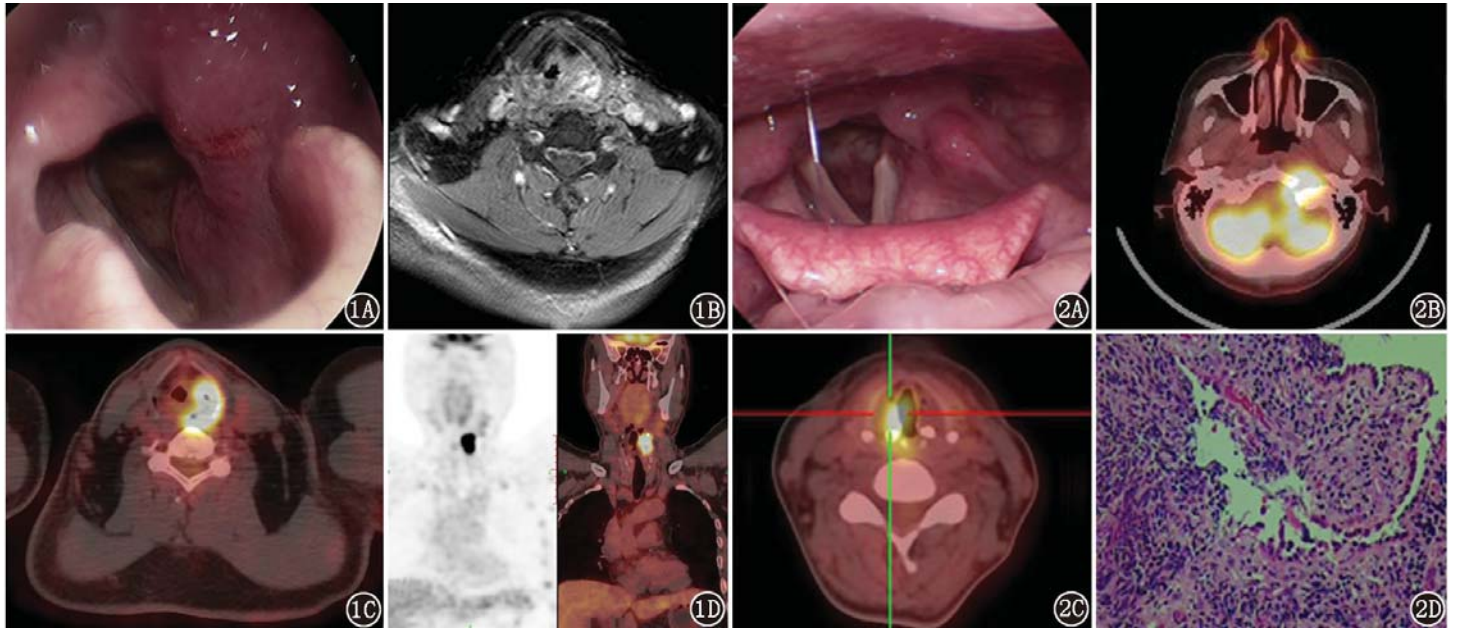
左侧下咽部鳞状细胞癌患者(男,65岁,声嘶3个月,加重1个月伴咽喉疼痛)电子喉镜及影像学检查图。1A.电子喉镜下见左侧梨状窝内侧面、杓状软骨、室带、喉室区域肿胀膨隆,左侧声带麻痹,右侧声带光滑,运动良好;1B.增强MRI提示左侧梨状窝占位;1C,1D.喉部水平位(1C)和上半身冠状位(1D) ^{18}F -脱氧葡萄糖(FDG)PET/CT显像示下咽部左侧壁明显增厚软组织影,咽腔形态不规整,左侧梨状窝隐窝变形,放射性摄取异常增高,最大标准摄取值(SUV_{max})为23.2,左侧声带 SUV_{max} 为19.1,右侧为2.7,考虑左下咽癌,后经活组织检查证实
